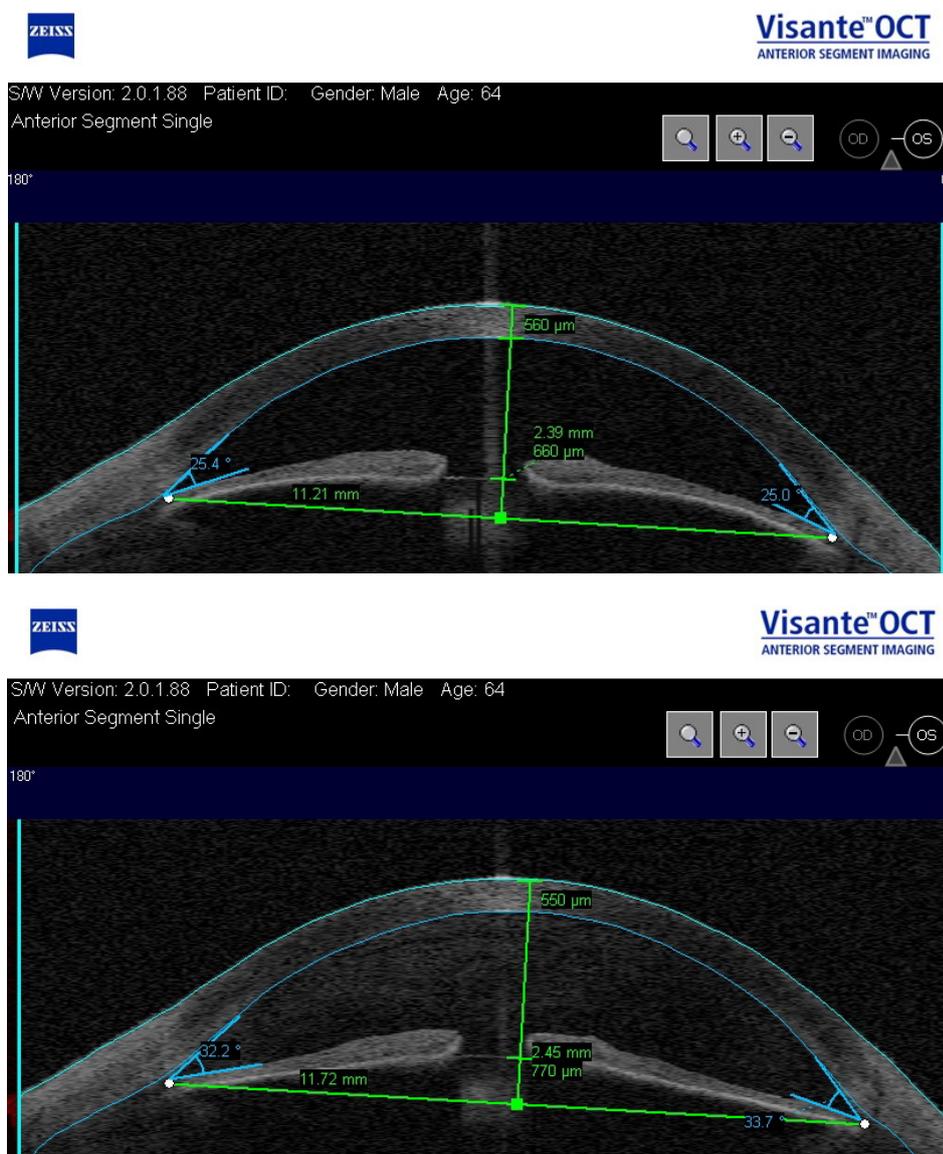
Томограмма переднего отрезка глаза больного с неишемическим типом ПОУГ: сверху – до, внизу – после проведения ему YAG-лазерной иридотомии.
